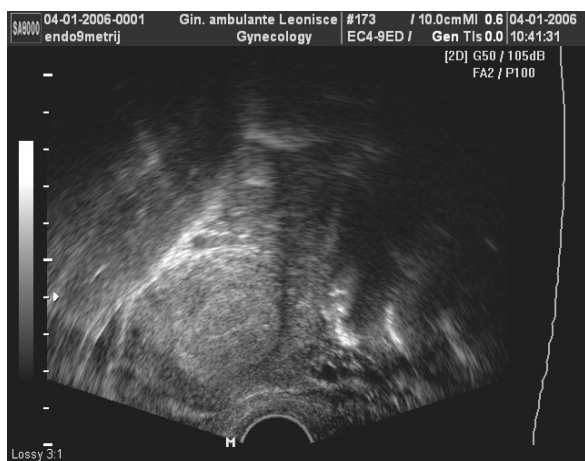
Endometrijski polip v transverzalni ravnini. Barvni dopplerski ultrazvok prikazuje vaskularizacijo ene žile.*
